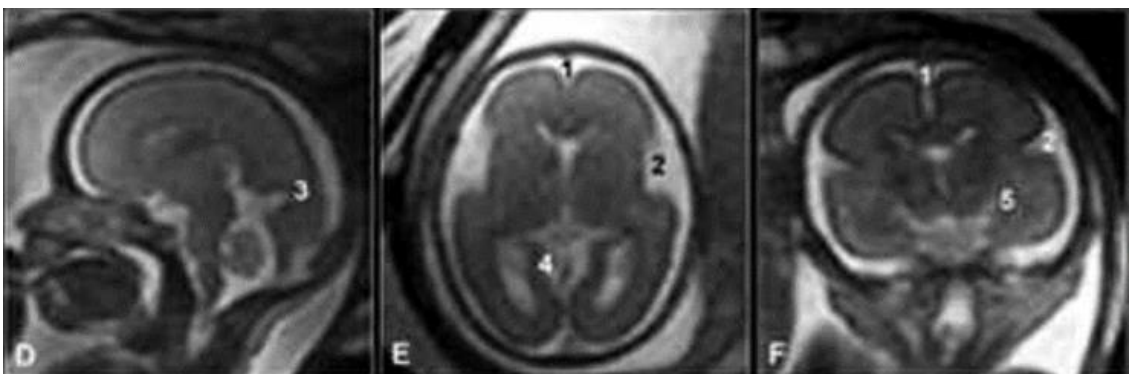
Sulcación del cerebro fetal en RMN en la semana 25 de gestación: (D) Sagital SSFSE T2, (E) Axial Fiesta; (F) Coronal Fiesta. Sólo se visualizan la fisura interhemisférica (1), cisura de Silvio (2), surco parietooccipital (3), cisura calcarina (4) y fisura del hipocampo (5) Fuente: Tomado de Recio et al., 2010
